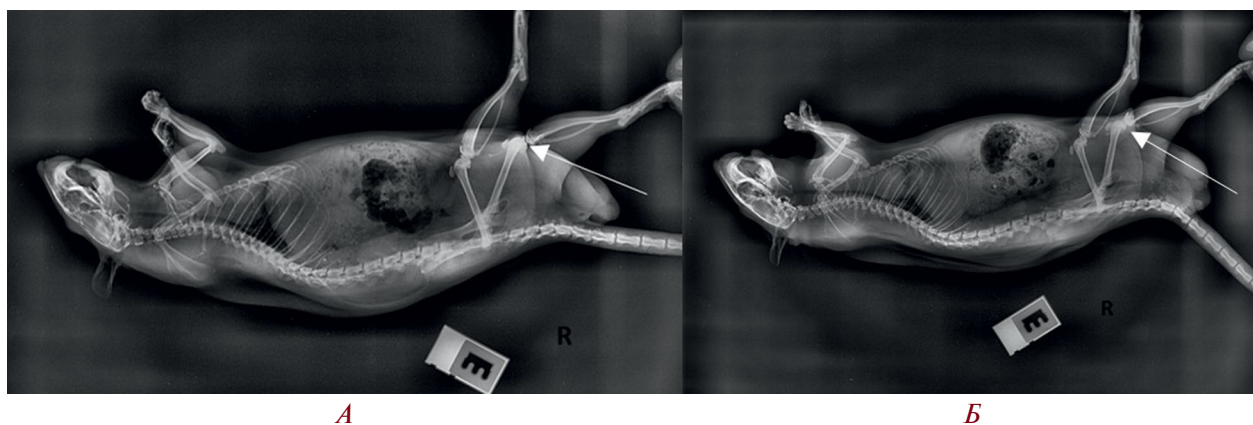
Рентгенограмма коленных суставов групп S и MS, боковые проекции:
